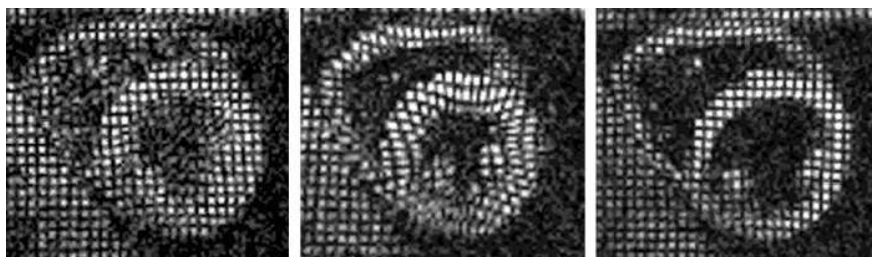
IRM marquée (début de la systole, télésystole, télédiastole) (d'après [Castillo et al. 2003]).
